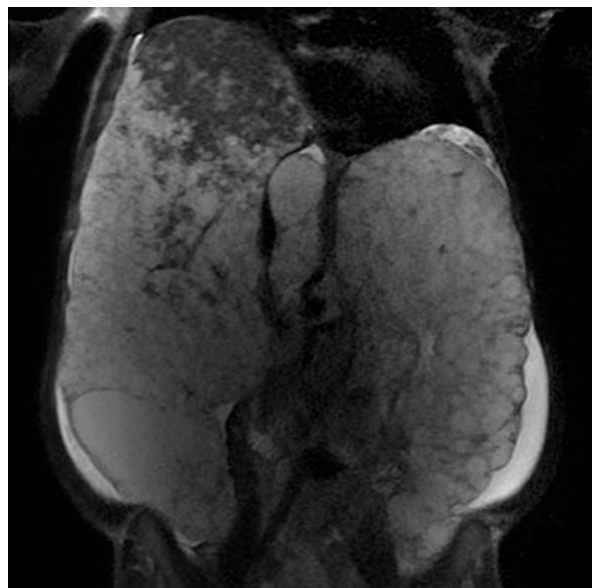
Hepatomegalia gigante que ocupa toda la cavidad abdominal (resonancia magnética). Presenta parénquima hepático respetado únicamente en la parte superior del lóbulo hepático derecho.
